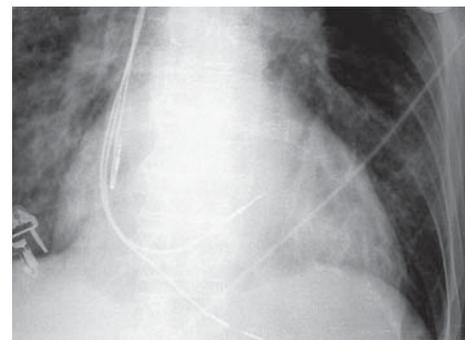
Radiografia del torace in posizione antero-posteriore. Si osservano i tre cateteri posizionati in auricola destra, in ventricolo destro apicale ed in tratto di efflusso ventricolare destro.
